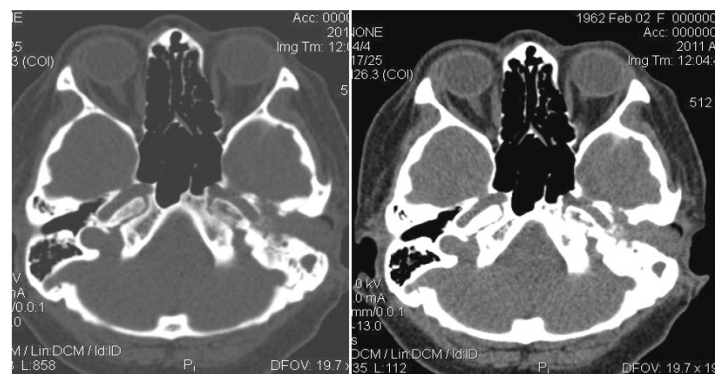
Компьютерная томография пациента, выполненной на уровне средней трети пирамид височных костей в костном (а) и мягкотканном (б) окнах. Определяется остеодеструкция пирамиды височной кости слева по типу «тающего сахара». В проекции наружного слухового прохода и среднего уха слева, выполняя весь их объем, определяется мягкотканное объемное образование, мягкотканной плотности (+44,1 ед.Н.), с достаточно четкими контурами. КТ-признаков инфильтрации прилежащих костных структур не выявлено
